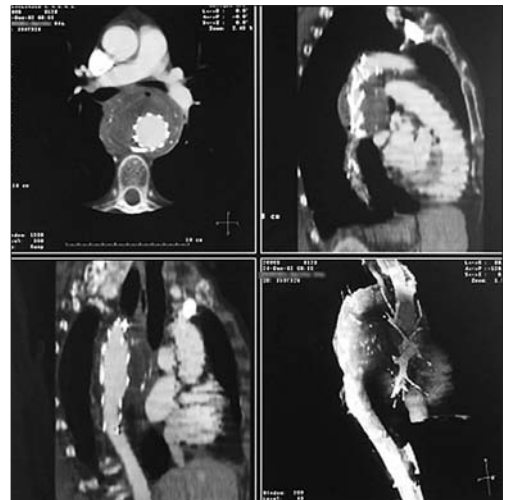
MP Femenino 64 años. Implante 20/12/02. Control a 30 días de evolución. Radiografía simple: integridad del esqueleto metálico. ATC: exclusión del aneurisma.
